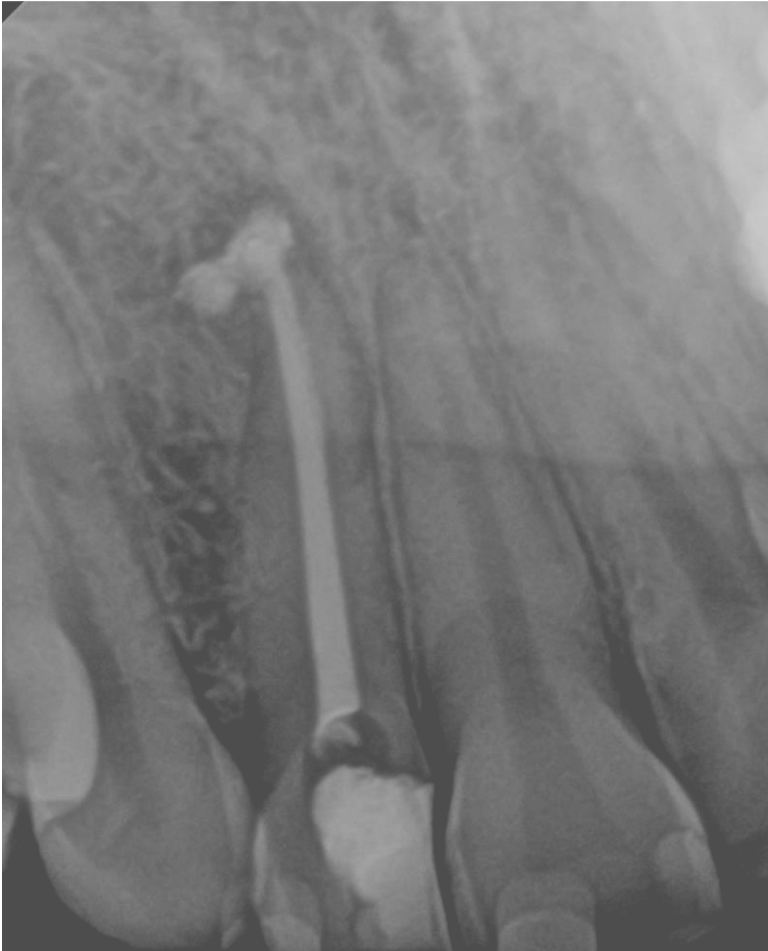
Diminuição da radiotrasparência óssea periapical.
